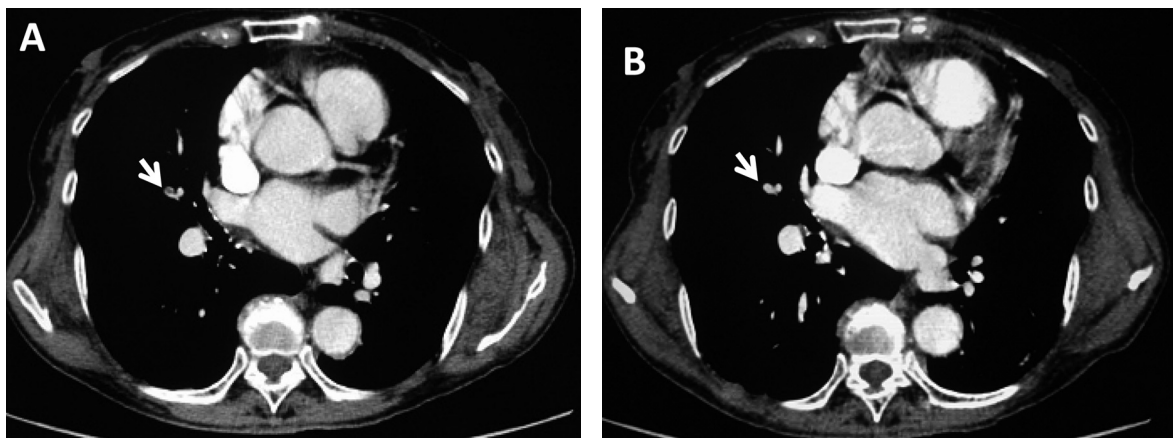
A) Initial chest CT scan. The pulmonary artery is not enhanced (arrow). B) After anti-coagulant therapy, chest CT shows the pulmonary artery with enhancement (arrow).
